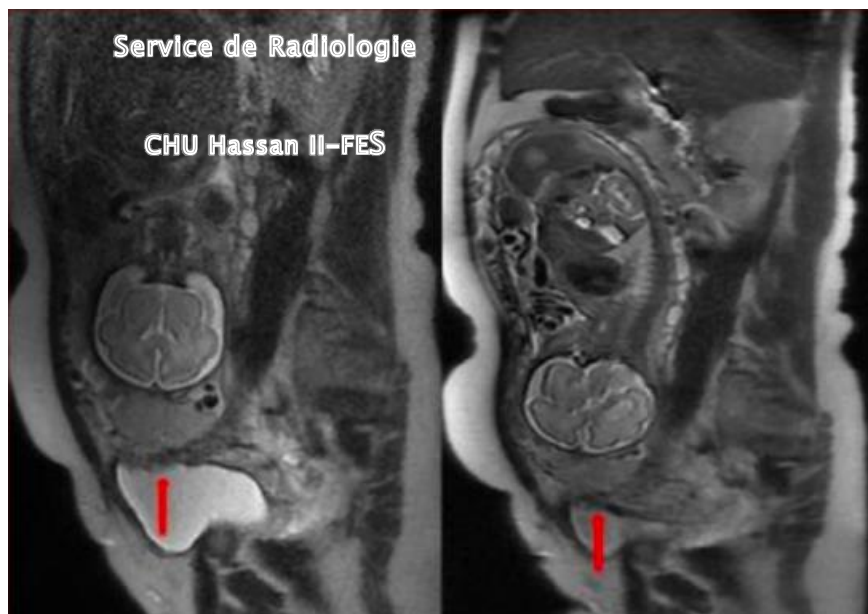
Coupes d'IRM montrant un placenta percreta.
